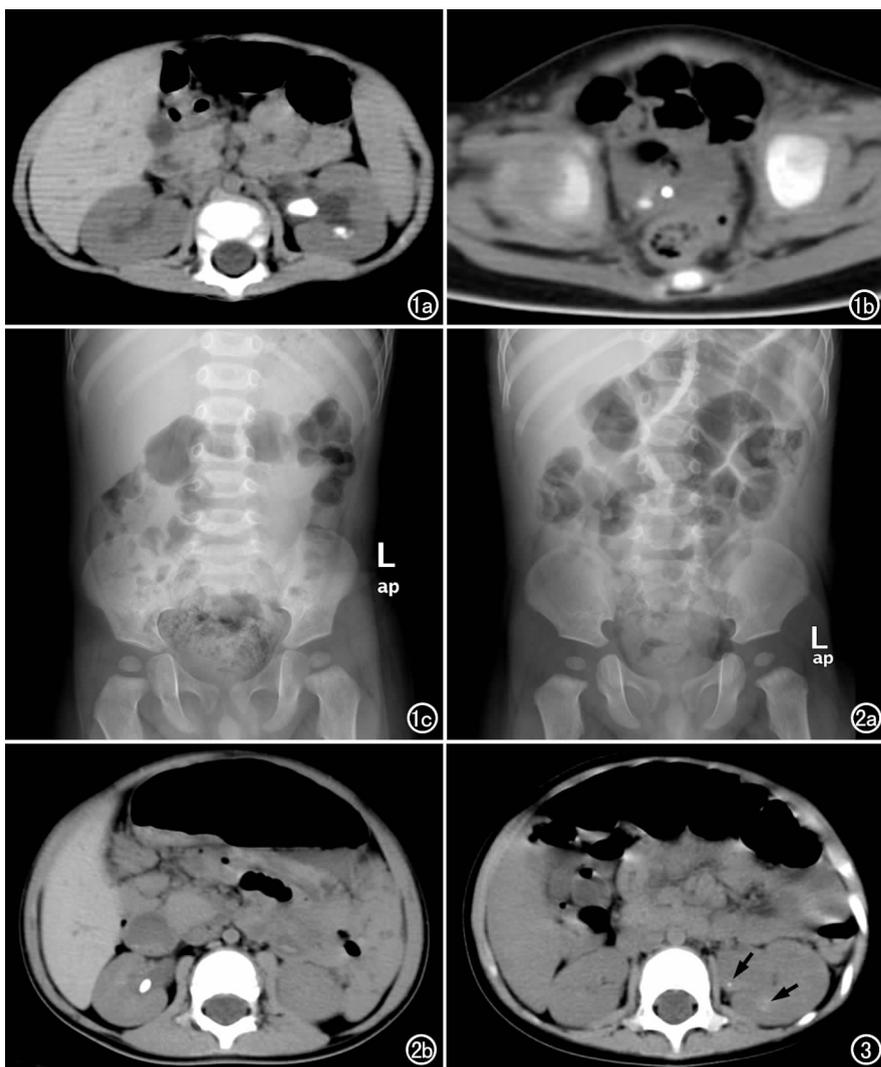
男,5个月,服用奶粉5个月。a) CT平扫示左肾多发结石; b) CT平扫示右输尿管下段结石(箭); c) X线腹部平片示泌尿系未见阳性结石。 图2 男,12个月,服用奶粉12个月。a) X线腹部平片示泌尿系未见阳性结石; b) CT平扫示右肾结石(箭),肾盂扩张。 图3 男,3岁,服用奶粉时间7个月。CT平扫示左肾多发泥沙样结石,肾盂扩张。
